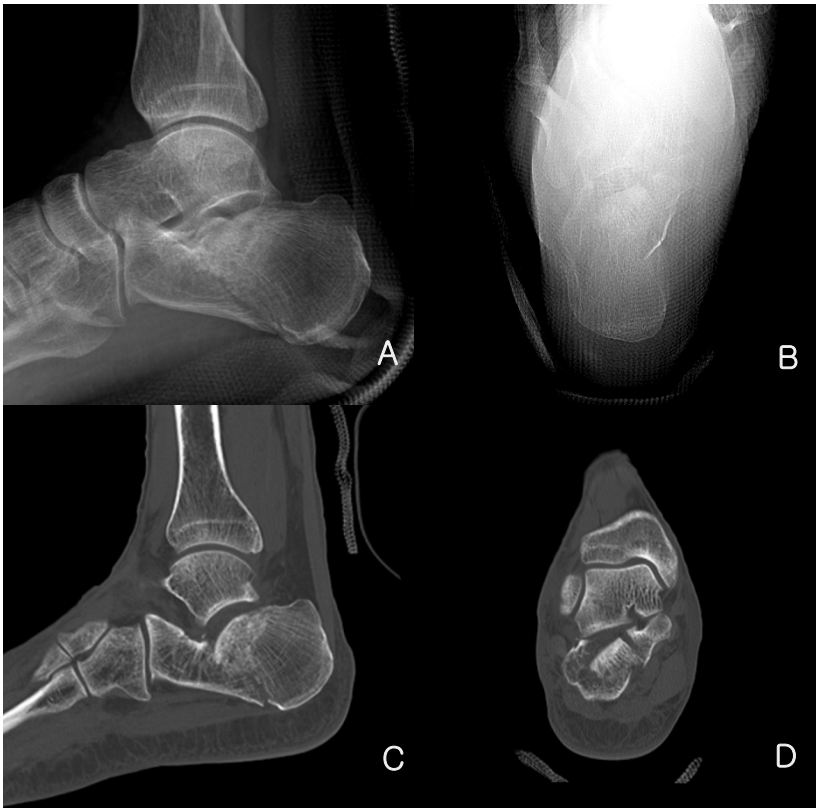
Preoperative radiography
